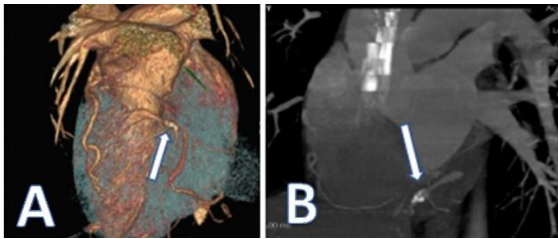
45-year old women with angina symptoms. A-B, Volume rendering images show dilated and tortuous fistula originating from LAD and enters the right ventricle and multiple fistulas originating from RCA and enters the pulmonary artery (pro-op). C-D, After the operation CTA is used for the follow-up and fistulous completely resolved.
